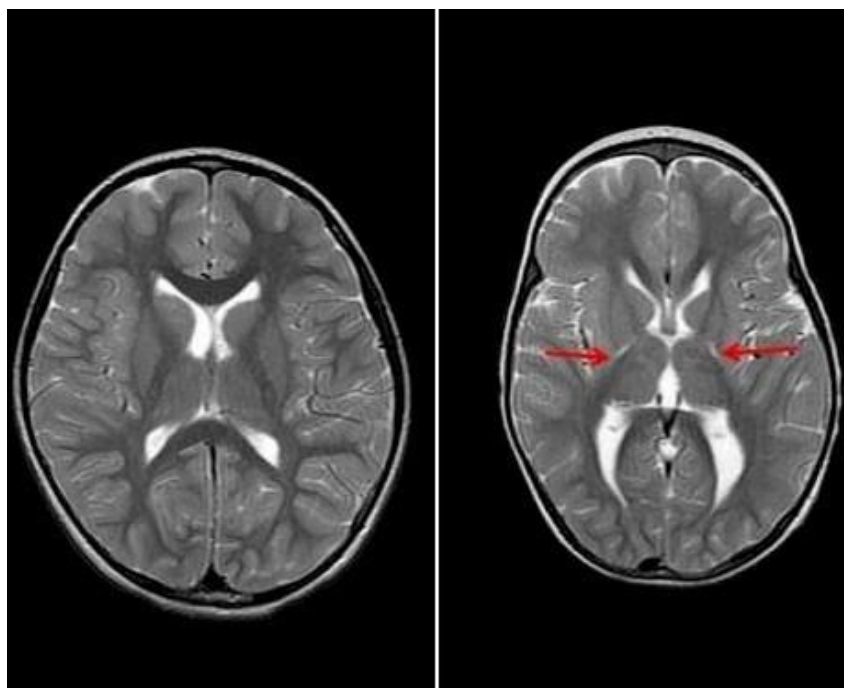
Виявлення ДЦП за допомогою знімку МРТ
